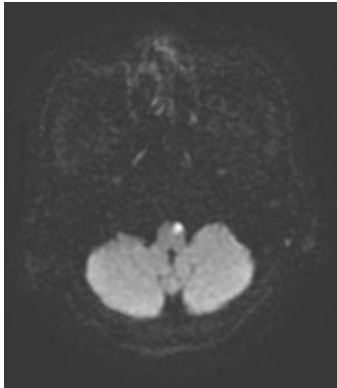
Diffuse weighted imaging (DW) brain magnetic resonance image (MRI) representing the right medial medulla oblongata infarction, which was performed at ○○ hospital on July 11, 2016.
